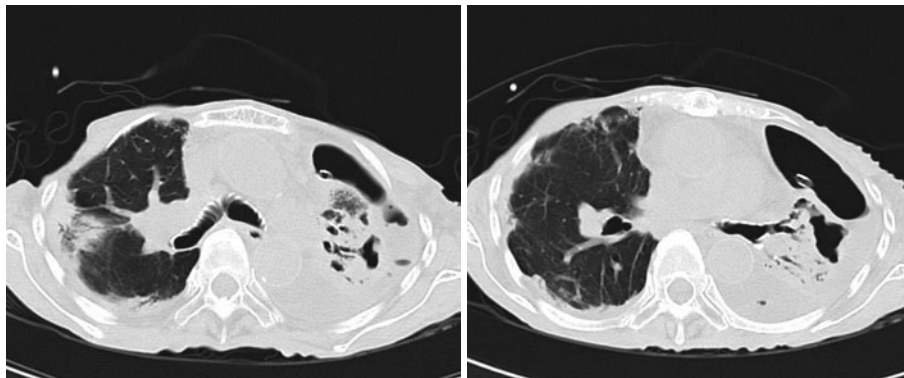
Chest CT after drainage shows expanded shadows and cavity lesions in collapsed left lung, as in Fig. 1, and subpleural shadows in the right lung.
